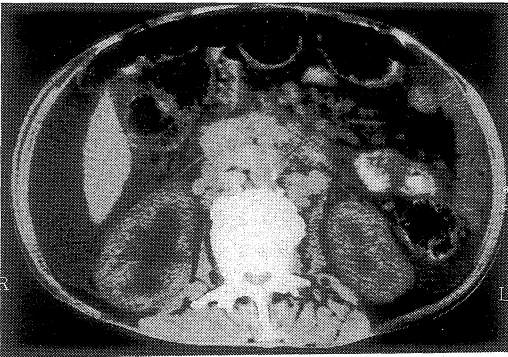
Abdominal CT shows advanced lymph node swelling and rt hydronephrosis on the 6th admission.
